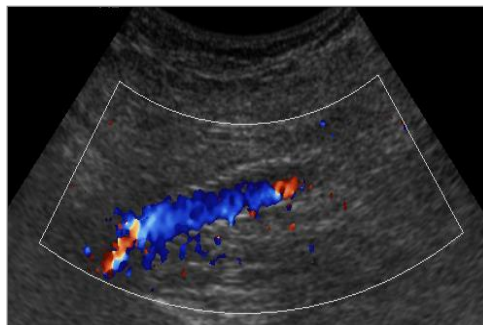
Eco-doppler venós abdominal. S'observa el stent venós amb flux al seu interior. Destaca la presència d'estenosi intra-stent.
